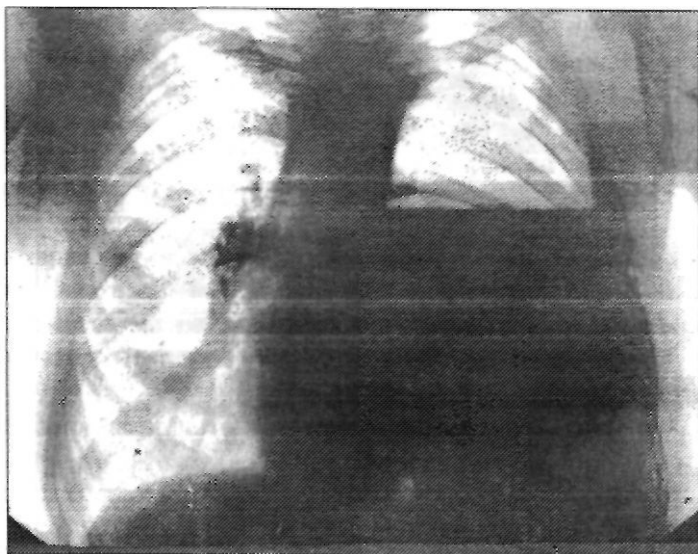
Больной Г., 48 лет, история болезни № 2953. Рентгенологическая картина после комбинированной пневмонэктомии с резекцией перикарда и пластикой дефекта последнего лоскутом из широкой фасции бедра. Смещение средостения в правую сторону, обусловленное изменением параметров сердечной сорочки
